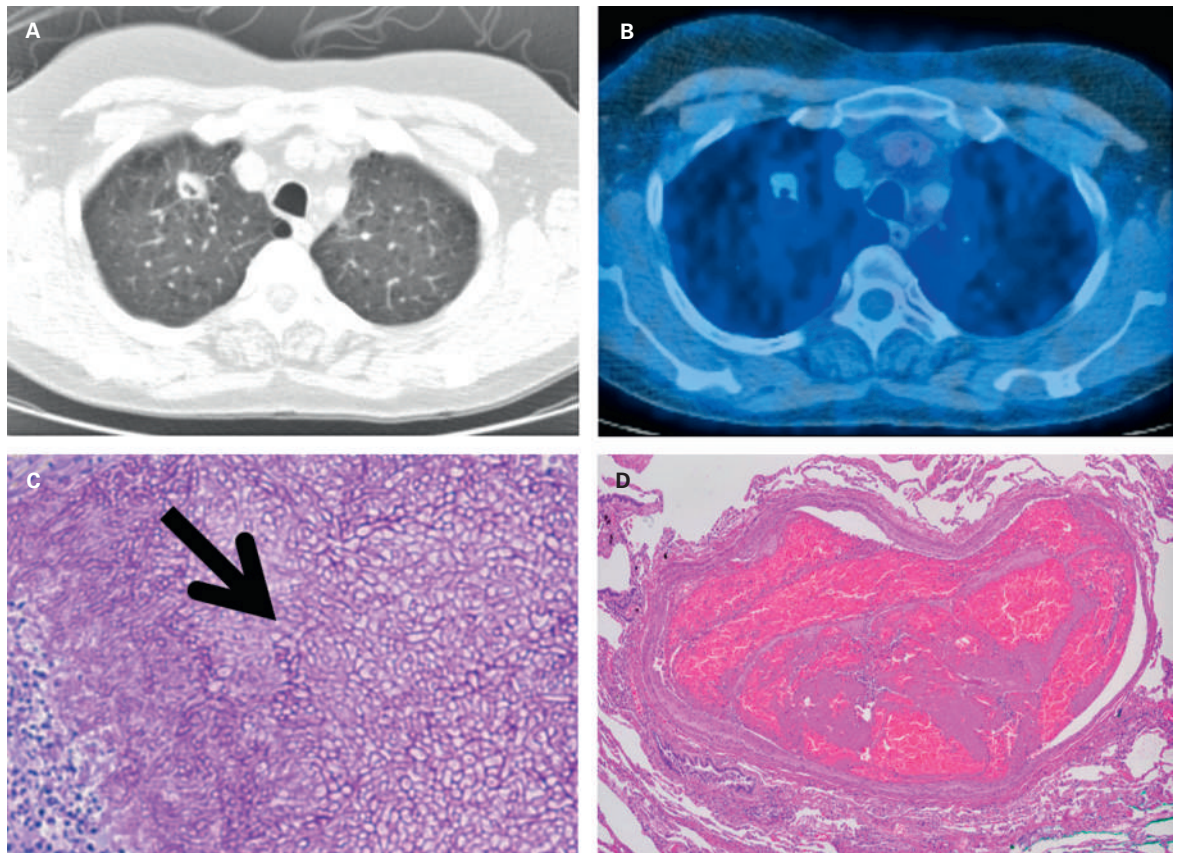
Emphysematöse Veränderungen in der nativen Computertomographie mit zentral einschmelzender Konsolidation im Oberlappen rechts (A) ohne metabolische Aktivität im korrelierenden PET-CT-Schnitt (B). Resektat mit Nachweis von Pilzstrukturen (*Aspergillus spp.*) in der PAS-Färbung gut vereinbar mit einem Aspergillom. Der schwarze Pfeil markiert die Pilzstrukturen (C). Im Lungenresektat fand sich zudem ein frischer Fibrinthrombus in einem Pulmonalarterienast (D).
